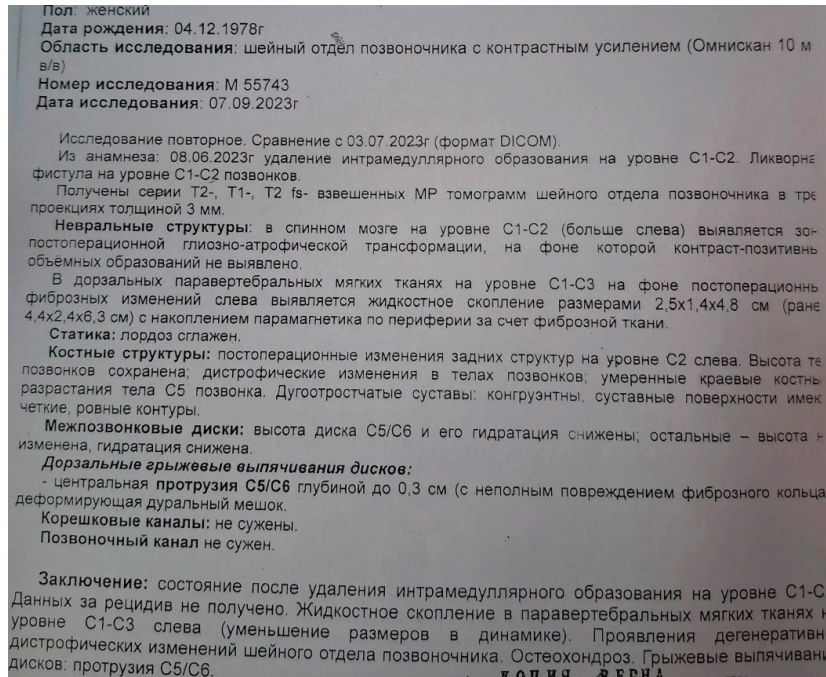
Заключение МРТ шейного отдела с контрастом от 07.09.2023
